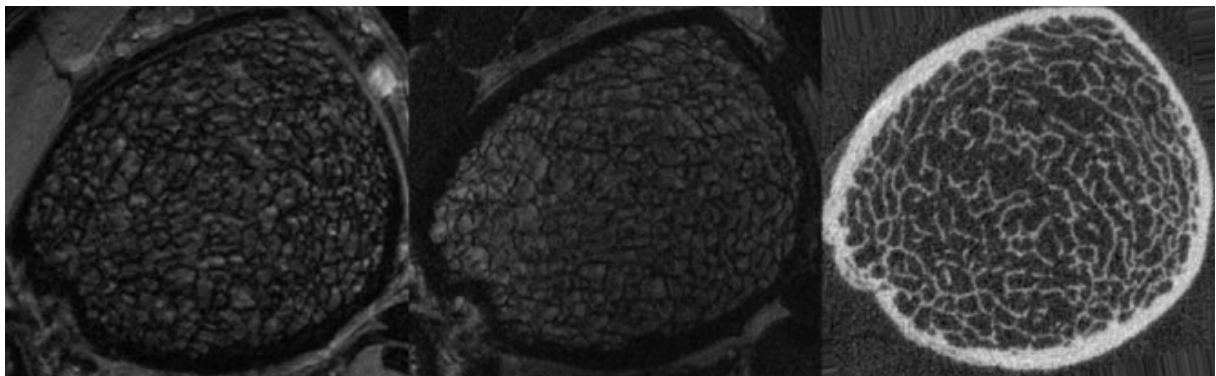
3 Coupes axiale du tibia distal d'un même patient. IRM 7 Tesla (gauche), IRM 3 Tesla (milieu), et HR-pQCT (droite) (256).
